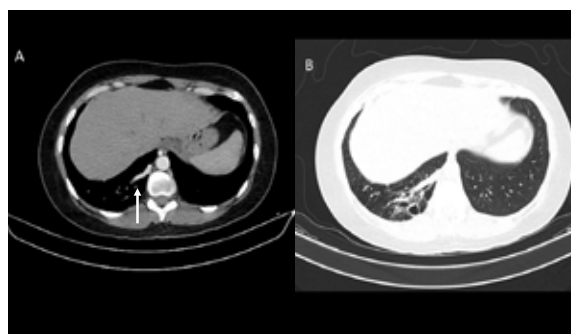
Tomografía Computarizada - AngioTAC. (A) Ventana mediastinal. Flecha blanca, vaso aberrante nutricio de secuestro pulmonar, con origen en aorta torácica descendente. (B) Ventana pulmonar. Secuestro pulmonar en lóbulo inferior derecho.
